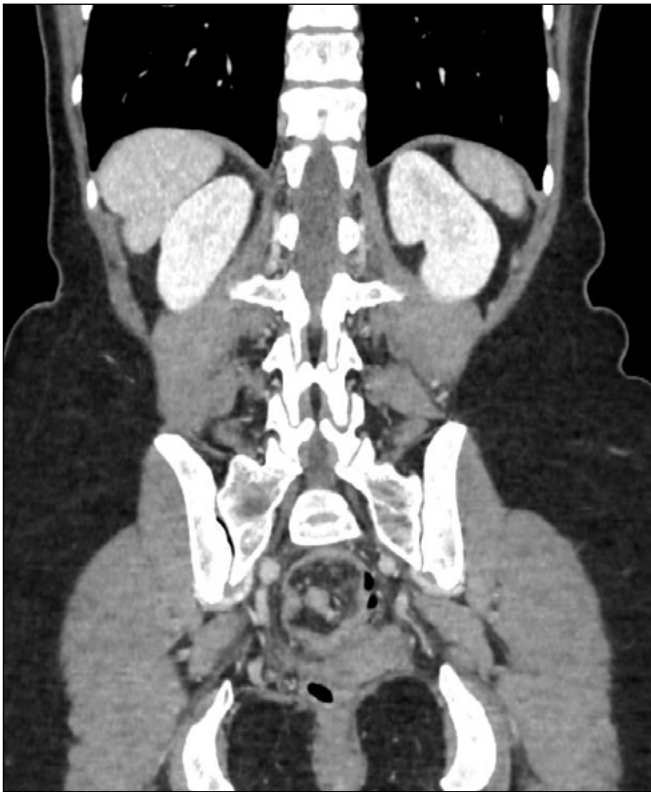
Corte coronal de TC abdominal que muestra descenso de una porción del colon sigmoide a través del recto hacia la flexura sacra sugerente de intususcepción.
